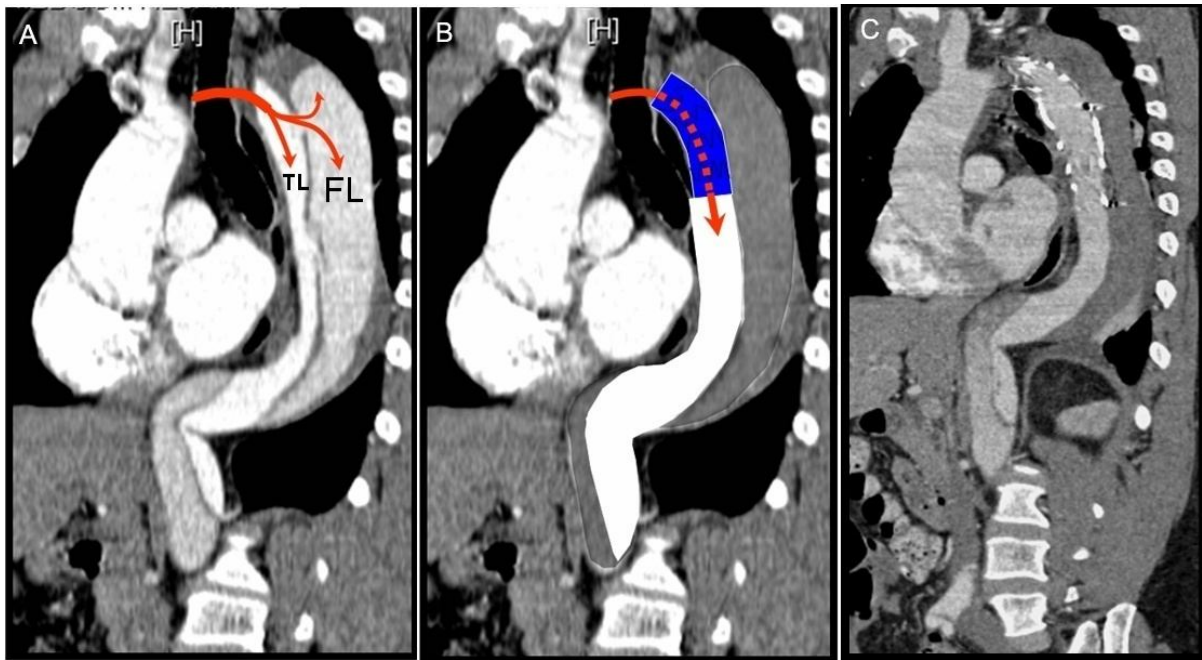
Konzept der Aortenstentgraftimplantation: (A). Durch die proximale Einrissstelle fließt Blut vom wahren Lumen (TL) in das wandgeschwächte falsche Lumen (FL). (B). Die proximale Einrissstelle wird durch einen selbstexpandierenden Stentgraft überdeckt, so dass der Blutfluss in das falsche Lumen unterbrochen wird. Hierdurch wird eine Druckentlastung des falschen Lumens erreicht, welches in der Folge thrombosiert. Die Versorgung des wahren Lumens nach distal verbessert sich. (C). Das theoretische Konzept der Stentgraftimplantation lässt sich anhand der kontrastverstärkten Computertomographie (CT) desselben Patienten nach Stentgraftimplantation in vivo nachvollziehen.
